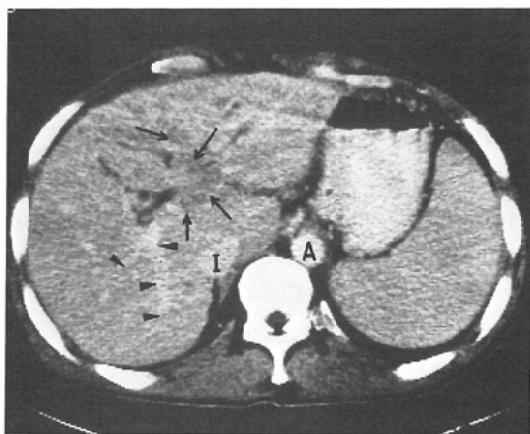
Postcontrast CT scan shows low density thrombus in the main portal vein and left branch (arrows). Aorta (A), inferior vena cava (I), and right intrahepatic portal vein radicles (arrowheads) are well opacified.
